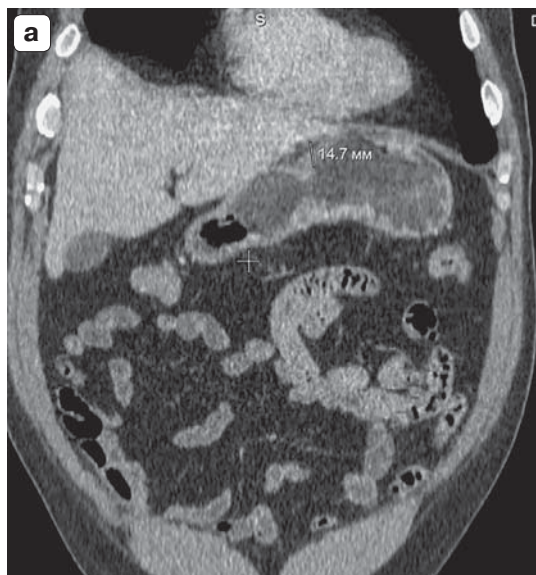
МСКТ-изображения органов брюшной полости с внутривенным контрастным усилением. а – во фронтальной плоскости; б – в сагиттальной плоскости; в – в аксиальной плоскости.
